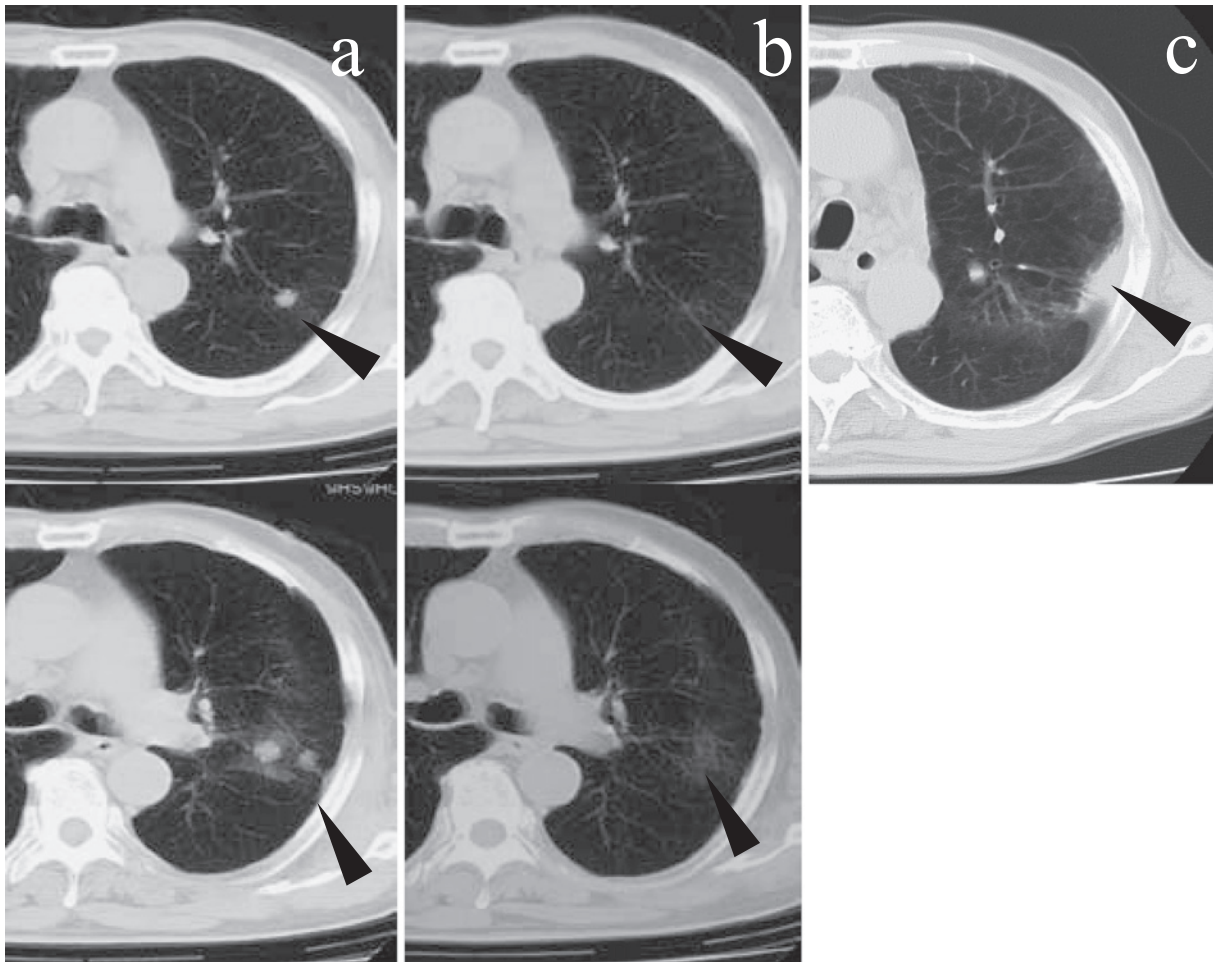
Chest CT showing multiple relapse in the left upper lobe (a). Chest CT shows tumor shrinkage following after CBDCA + PTX (b). Chest CT showing an appearance of the new lesion in the left upper lobe (c).
